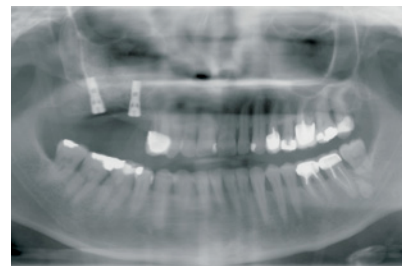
La radiografia post-intervento mostra la regione incrementata e gli impianti in situ.
